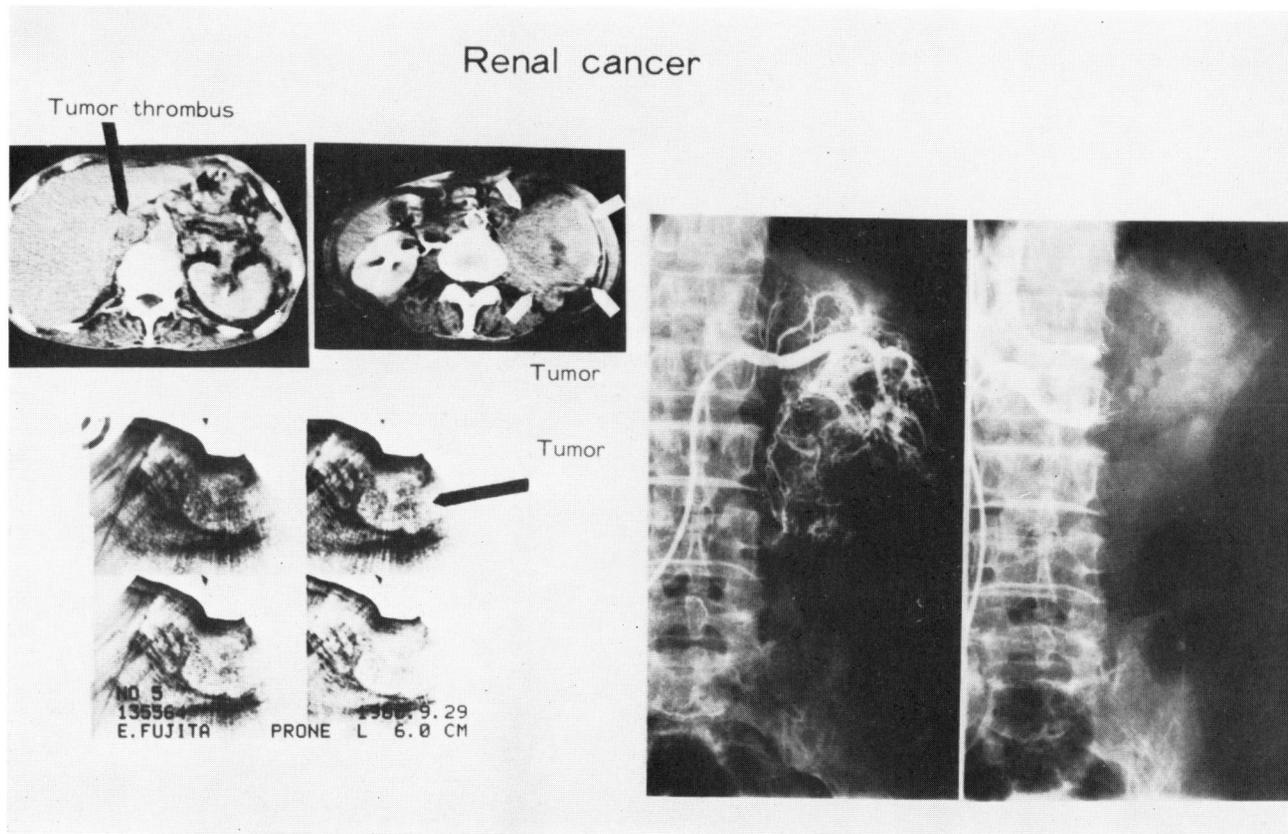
Renal cancer. Tumor thrombus in inferior vena cava is detected on CT.
